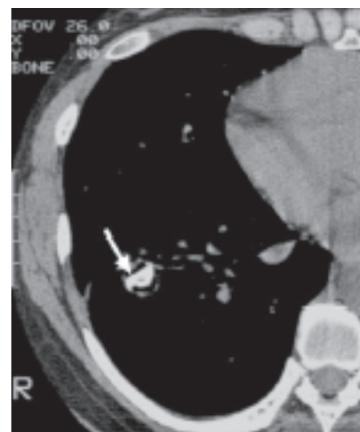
Tomografía ventana mediastínico (1).
